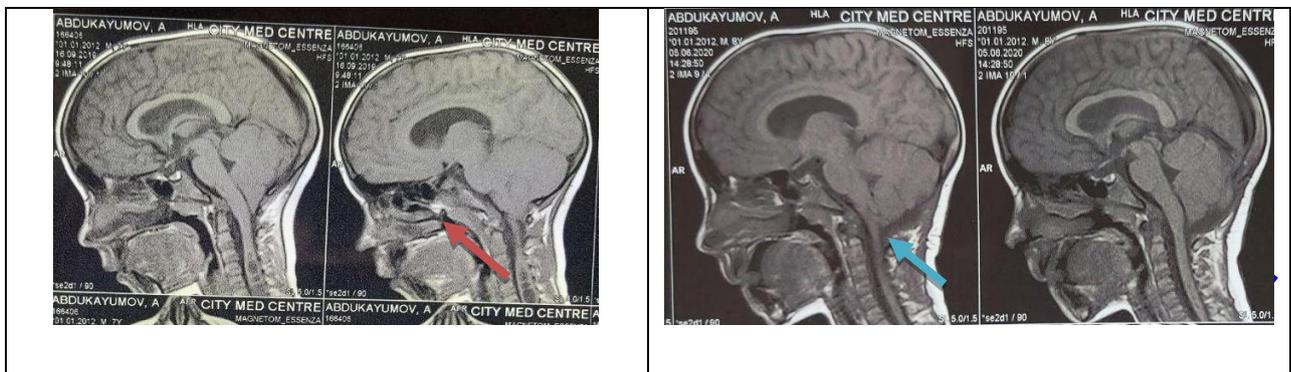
МРТ для оценки ликвородинамики на уровне краниовертебрального перехода у пациента через 6 месяцев, после субокципитальной декомпрессии. Стрелкой указан ток
